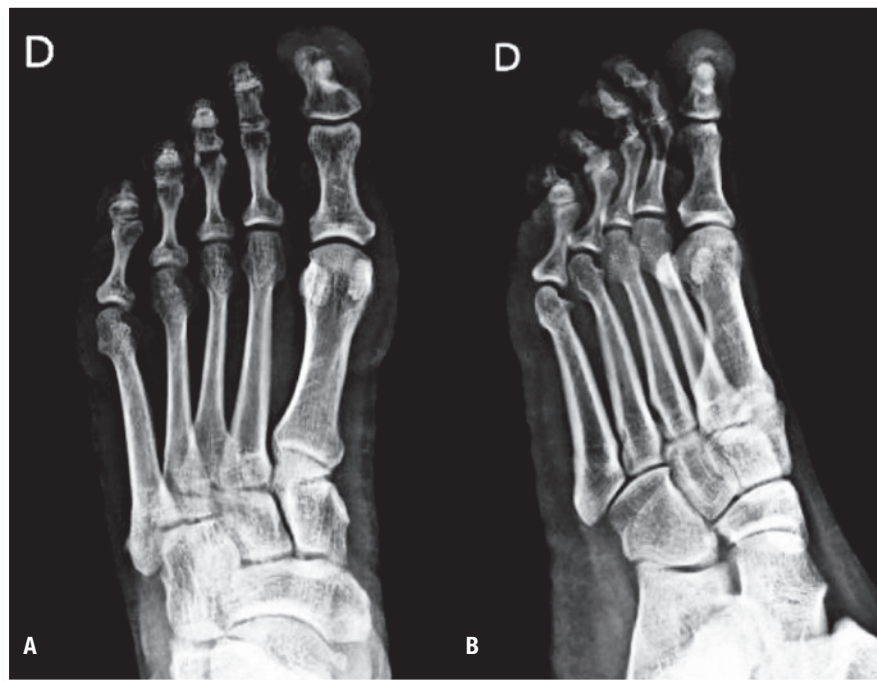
Radiografia pós operatória do pé direito. A. Incidência em anteroposterior; B. Incidência em perfil
